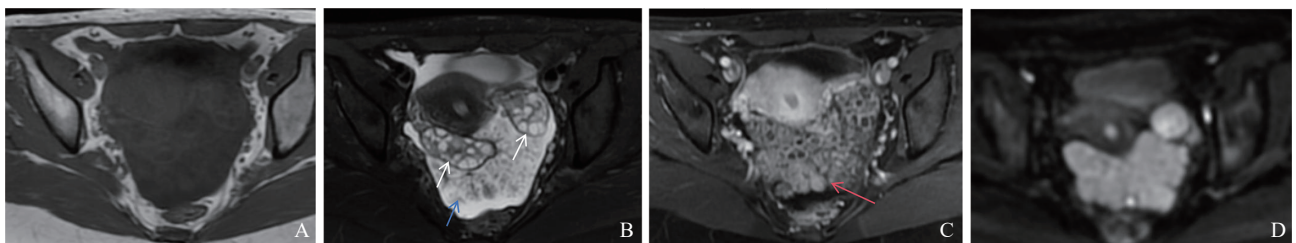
典型病例3 (患者, 女性, 17岁, 外生性双侧SBOT) MRI图像
